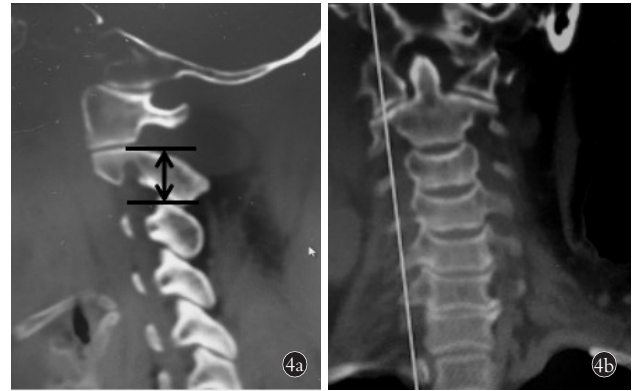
枢椎峡部垂直高度的影像学测量 4a. 枢椎矢状面重建 CT 上峡部垂直高度(黑色双箭头) 4b. CT 冠状面重建定位相显示平分横突孔
